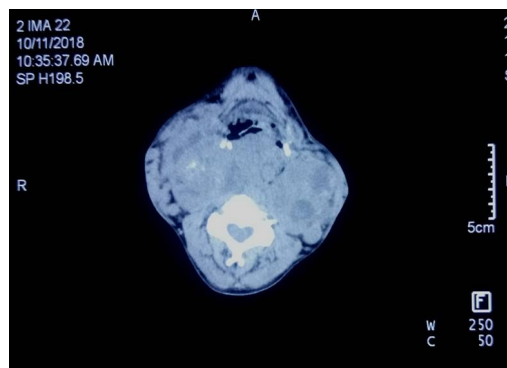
甲状腺双侧腺叶III°肿大伴明显甲亢患者(CT检查提示:甲状腺弥漫性肿胀、密度混杂不均,CT值范围约16~246 HU;食管及气管受压变形、变窄,向左移位,口咽腔及喉咽腔受压变形、变窄)
